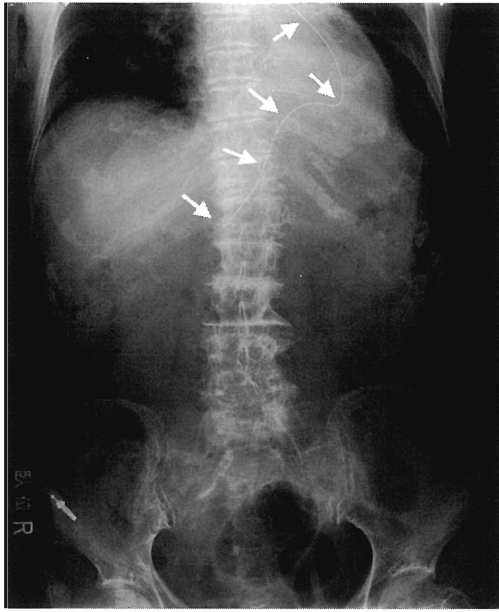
Abdominal radiograph taken on admission. The arrows indicate the flexed nasogastric tube indicative of a sliding hiatal hernia. The hernia appears to be exerting pressure in the thoracic cavity, pushing the heart and lungs.
